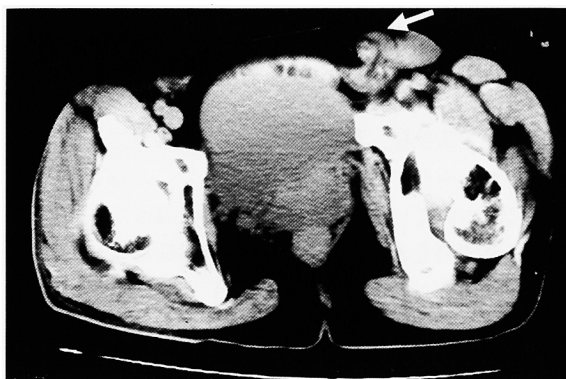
CT scan shows mass in left inguinal region (arrow) (case 1).
